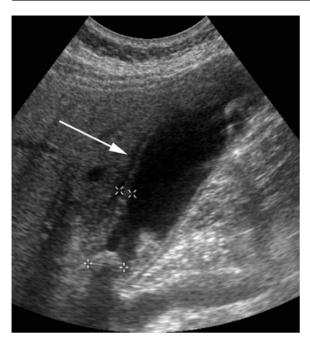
59-jährige Patientin mit bekannter Cholezystolithiasis und klinischen Zeichen der Cholezystitis. Sonographisch Dreischichtung der Gallenblasenwand (*Pfeil*) bei Cholezystitis und großes Gallenblasenkonkrement (+---+)
